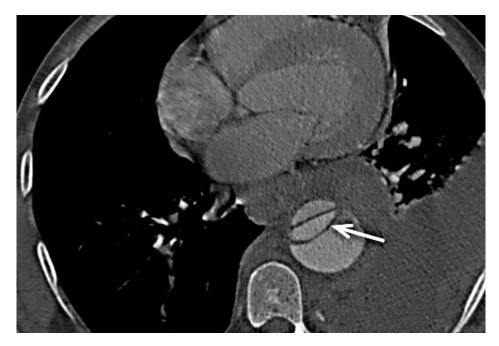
Мультиспиральная компьютерная томография, аксиальный срез. Циркулярная диссекция аорты. Стрелкой указан истинный просвет аорты
